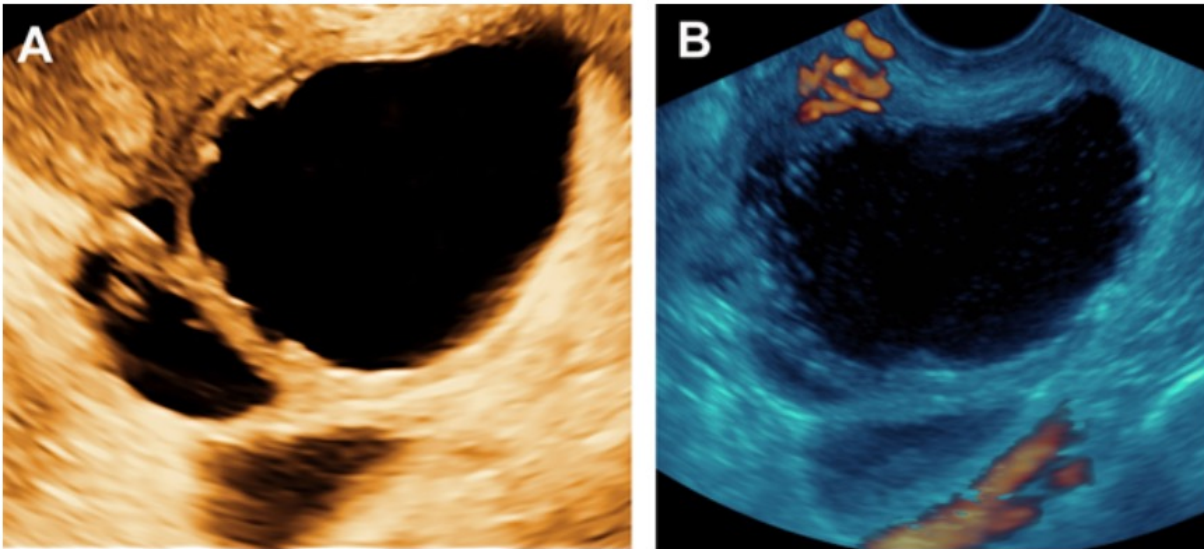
Transvaginal Sonography showing Left Tuboovarian Abscess (TOA).
